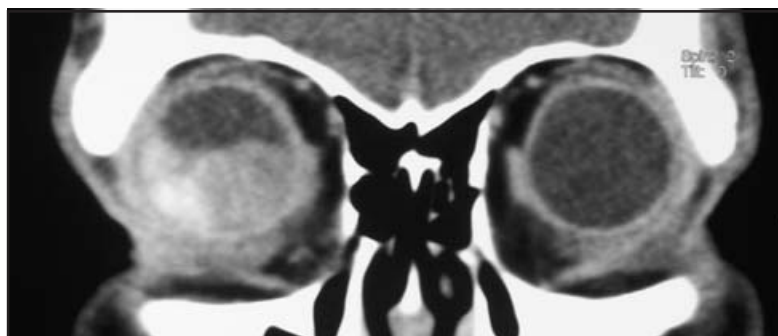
TAC axial en que se observa una lesión de masa bien limitada, intraocular sin invasión a otras estructuras orbitarias.
